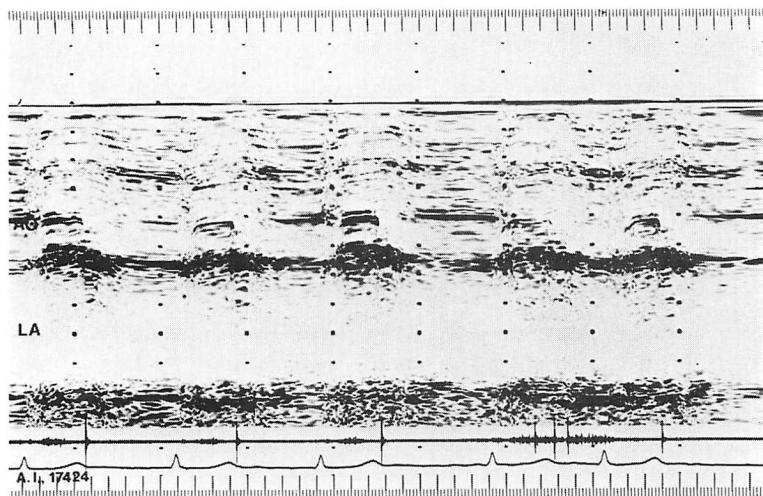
M-mode echocardiogram of a patient with a malfunctioning Björk-Shiley aortic valve (Case 2).
